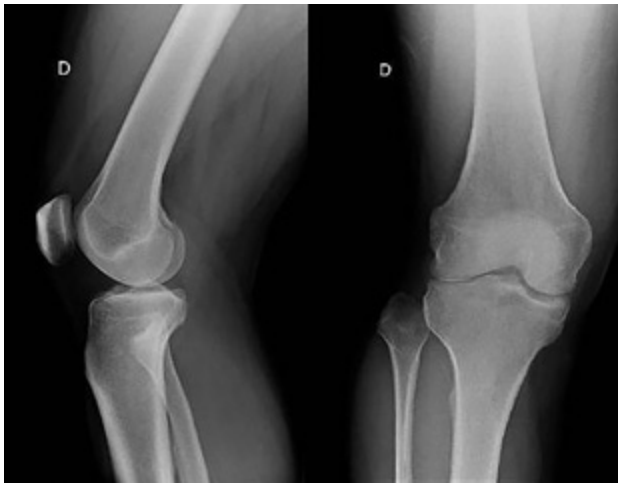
Radiografías frente y perfil.
